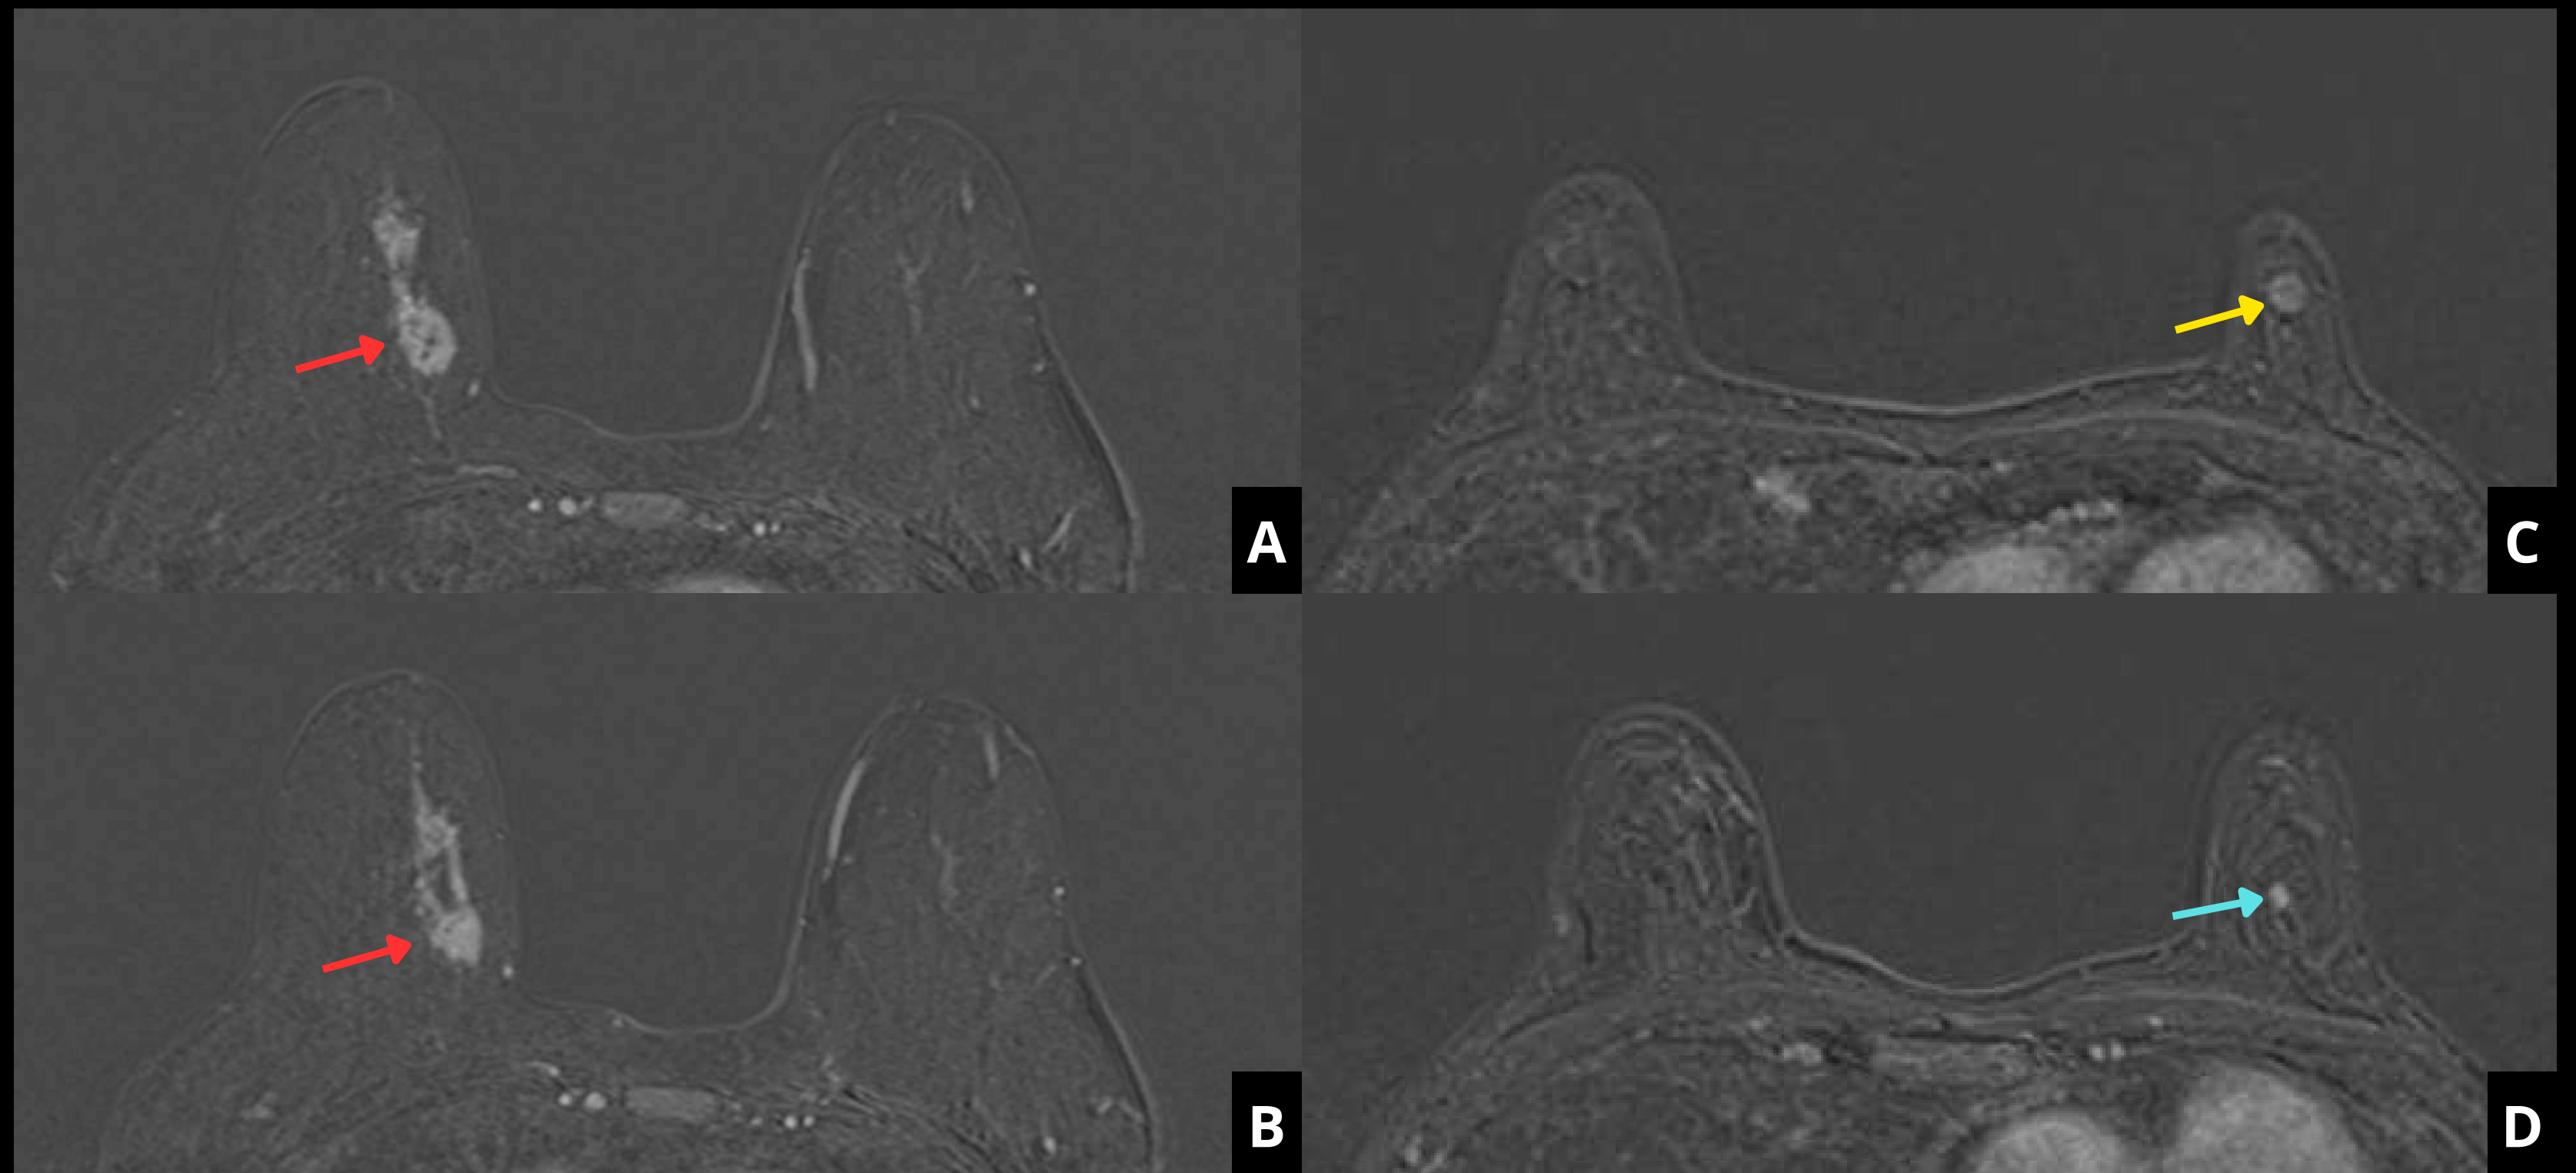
Imágenes de RM con contraste intravenoso, en las que se objetiva la lesión índice en mama derecha (flecha roja), pero también 2 nódulos adicionales en mama izquierda (flechas amarilla y azul).
